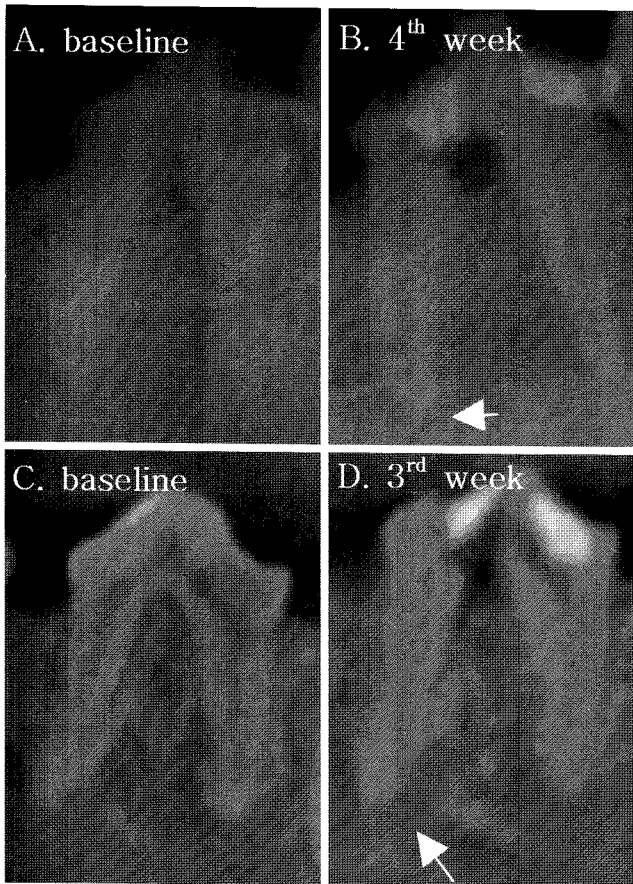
Periapical lesions were detected at 4-5 weeks on periapical radiographs (A, B) and 3-4 weeks on CBCT (C, D) by visual inspection.
